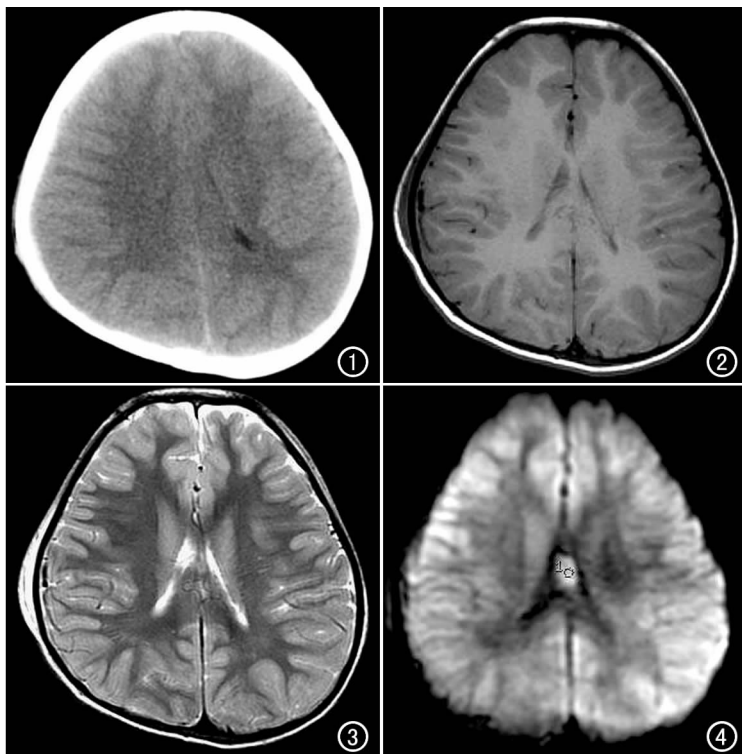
CT 扫描胼胝体区未发现异常密度灶。图 2 横断位 T₁WI 上胼胝体区未发现异常信号。图 3 横断位 T₂WI 上胼胝体区未发现异常信号。图 4 DWI 上见胼胝体区斑状明显高信号。
